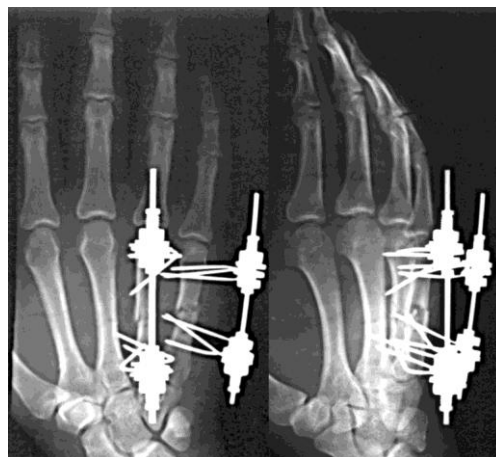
Рентгенограммы кисти больного Т., 20 лет, через 14 дней после произведенного чрескостного остеосинтеза.
